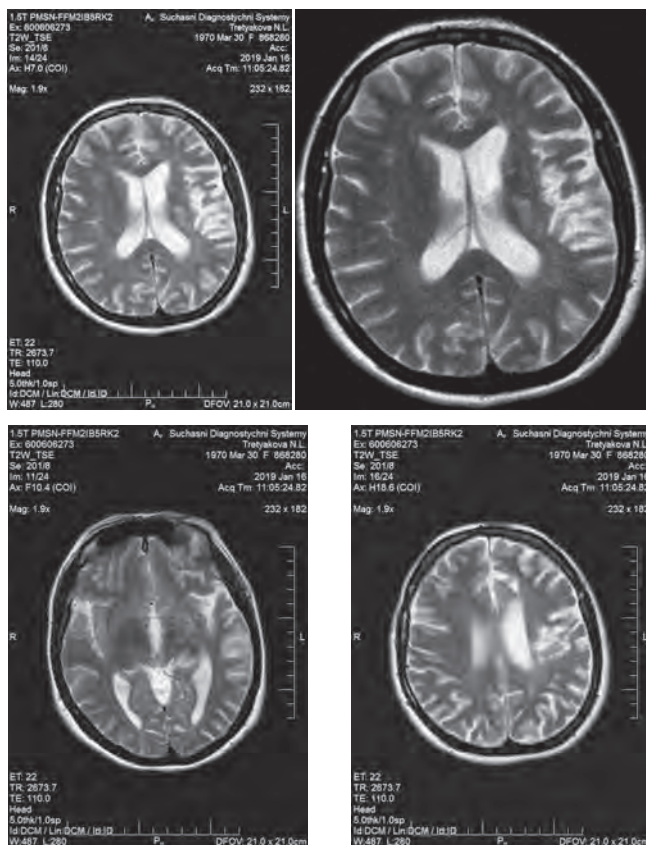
МРТ головного мозку. Пацієнтка Н., 44 роки.
